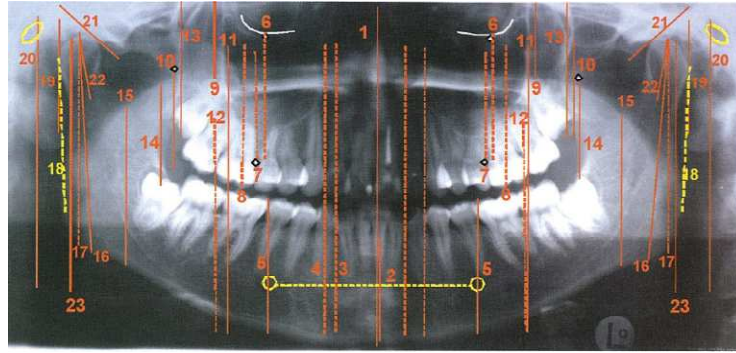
Trazado de planos verticales del programa de cefalometrías para panorámicas del Dr Tatis. Tatis D. Análisis cefalométrico para las radiografías panorámica
